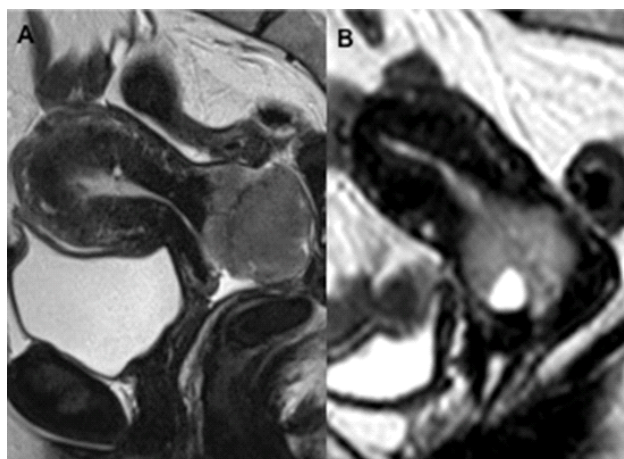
Estudos RM da pélvis no plano sagital, sequências ponderadas em T2, documentando a excelente resolução de contraste entre o tumor e o estroma cervical preservado. A imagem A traduz um tumor de crescimento exofítico, mais frequente nas mulheres mais jovens e a B um tumor infiltrativo endocervical, típico de idades mais avançadas (em relação com a migração da zona de junção pavimento-glandular para o interior do canal endocervical).
